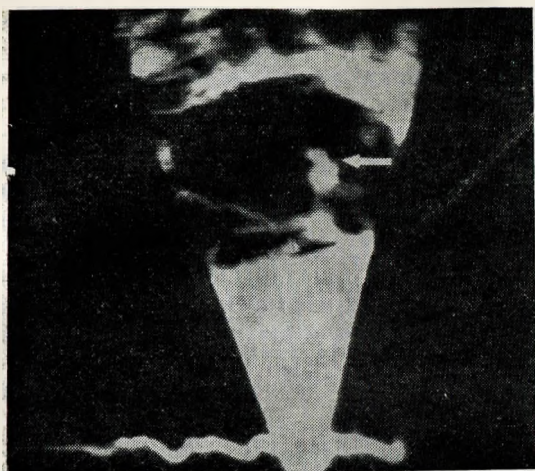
78. Двухмерная эхокардиограмма ребенка, больного бактериальным эндокардитом.
